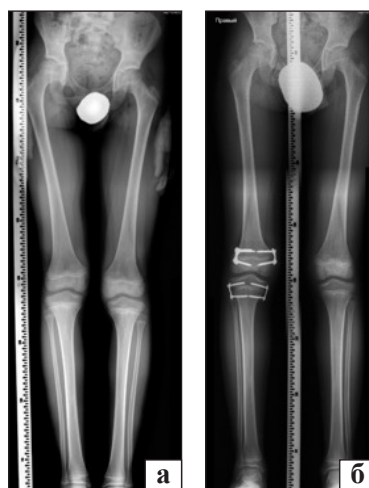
Рентгенограми пацієнта П., 9 років, РДНК 2,5 см: а) до застосування ТДБ; б) перед видаленням пластин
